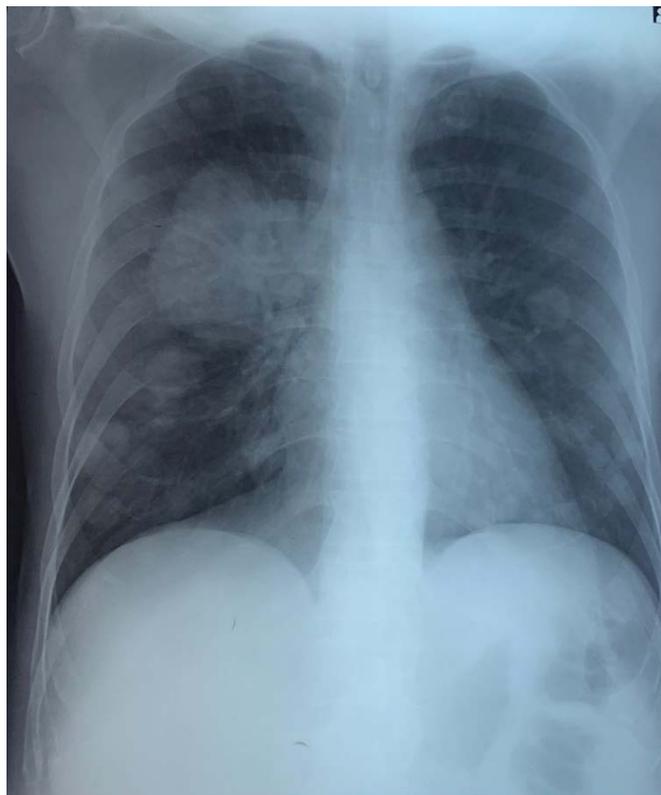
Radiographie thoracique de face :
